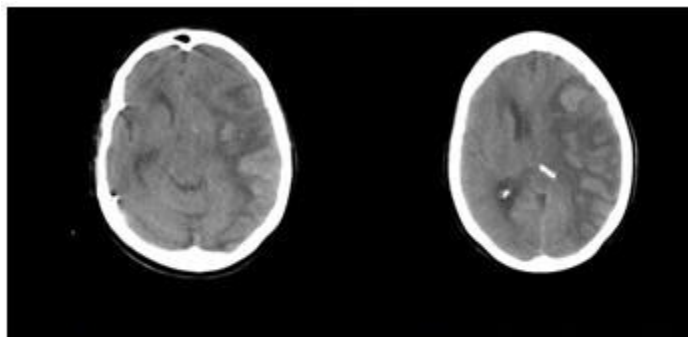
TC de cráneo sin contraste simple a 10 mm (11.01.2016)
